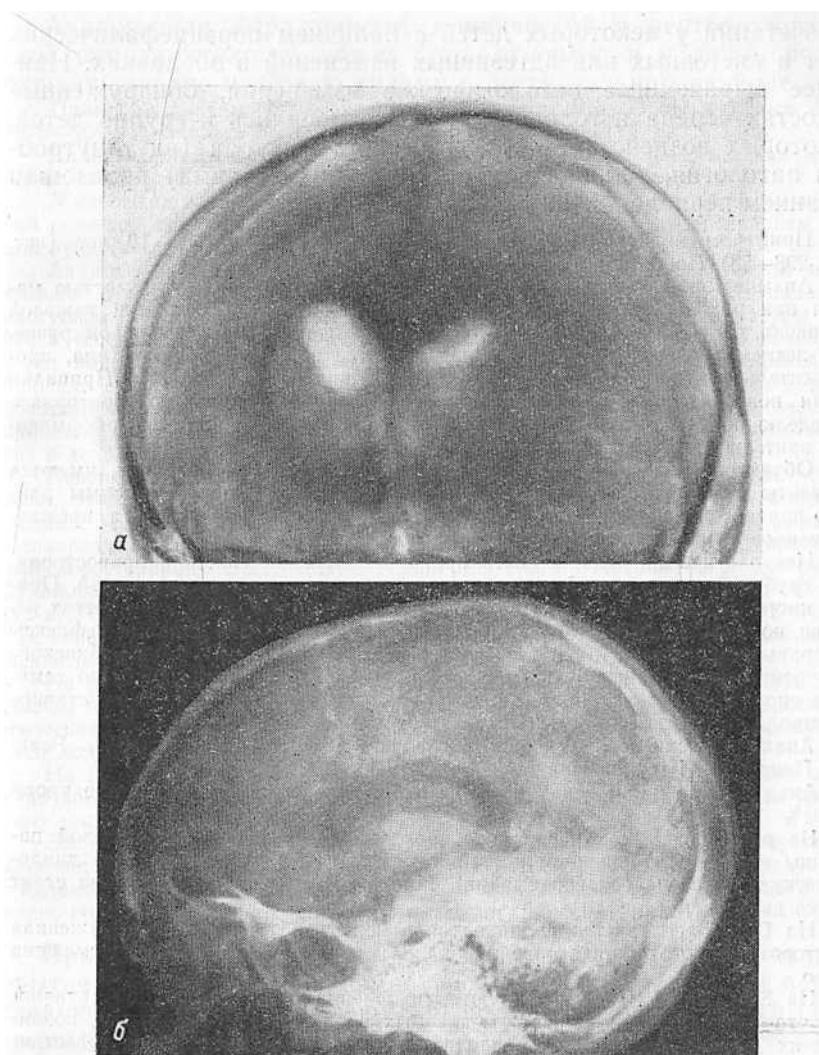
Рентгенограмма больной Д., 11 лет, с очаговой эпилепсией на почве черепно-мозговой травмы (в раннем детстве).
